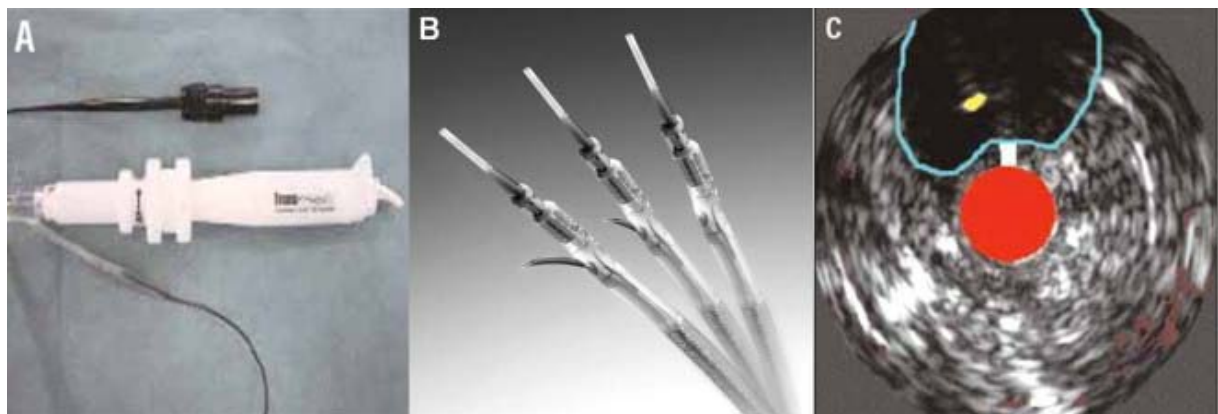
(A-B) Re-entry device. Pioneer reentry catheter. (C) Point rouge=position du Pioneer sous-intimal/point jaune=vraie lumière détectée à l'ultrason.
